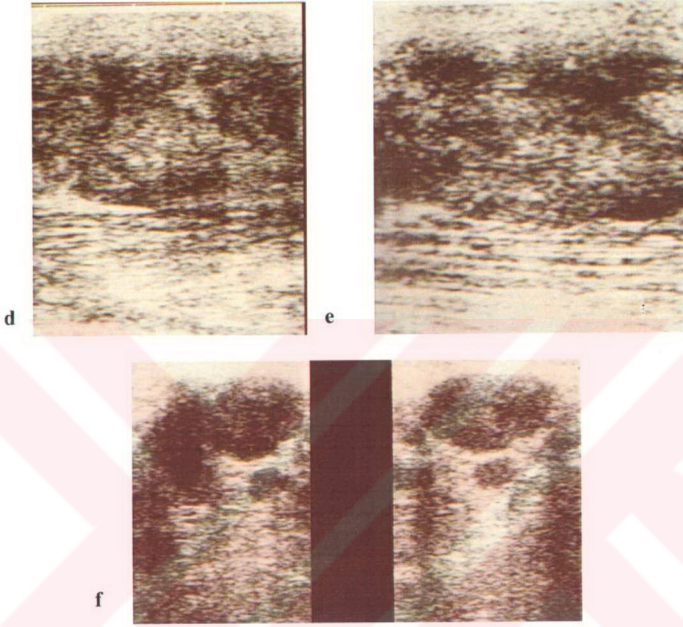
Bir yıldır sol meme şişmesi ve üzerinde ülserasyon şikayetleri ile başvuran 40 yaşındaki hastanın a. sol meme magnifiye kraniokaudal ve b. mediolateral mamogramlarında lobüler konturlu, yer yer spikülasyonları bulunan subareolar yerleşimli kitle lezyonu izlenmekte. Kitle lokalize cilt kalınlaşması ve cilt çekintisine sebep olmakta, kadın meme malignansilerinde görülene göre biraz daha kaba amorf mikrokalsifikasyonlar bulundurmaktadır. c. Ultrasonografi ile yapılan değerlendirmede hipokoik, ileri derecede heterojen, lobüler ancak belirgin konturlu ve üzerindeki ciltte kalınlaşmaya sebep olan kitle lezyonu net bir şekilde görülebilmektedir. d. Ultrasonografi aksiller lenfadenopatileri göstermede de etkili olmuştur.
